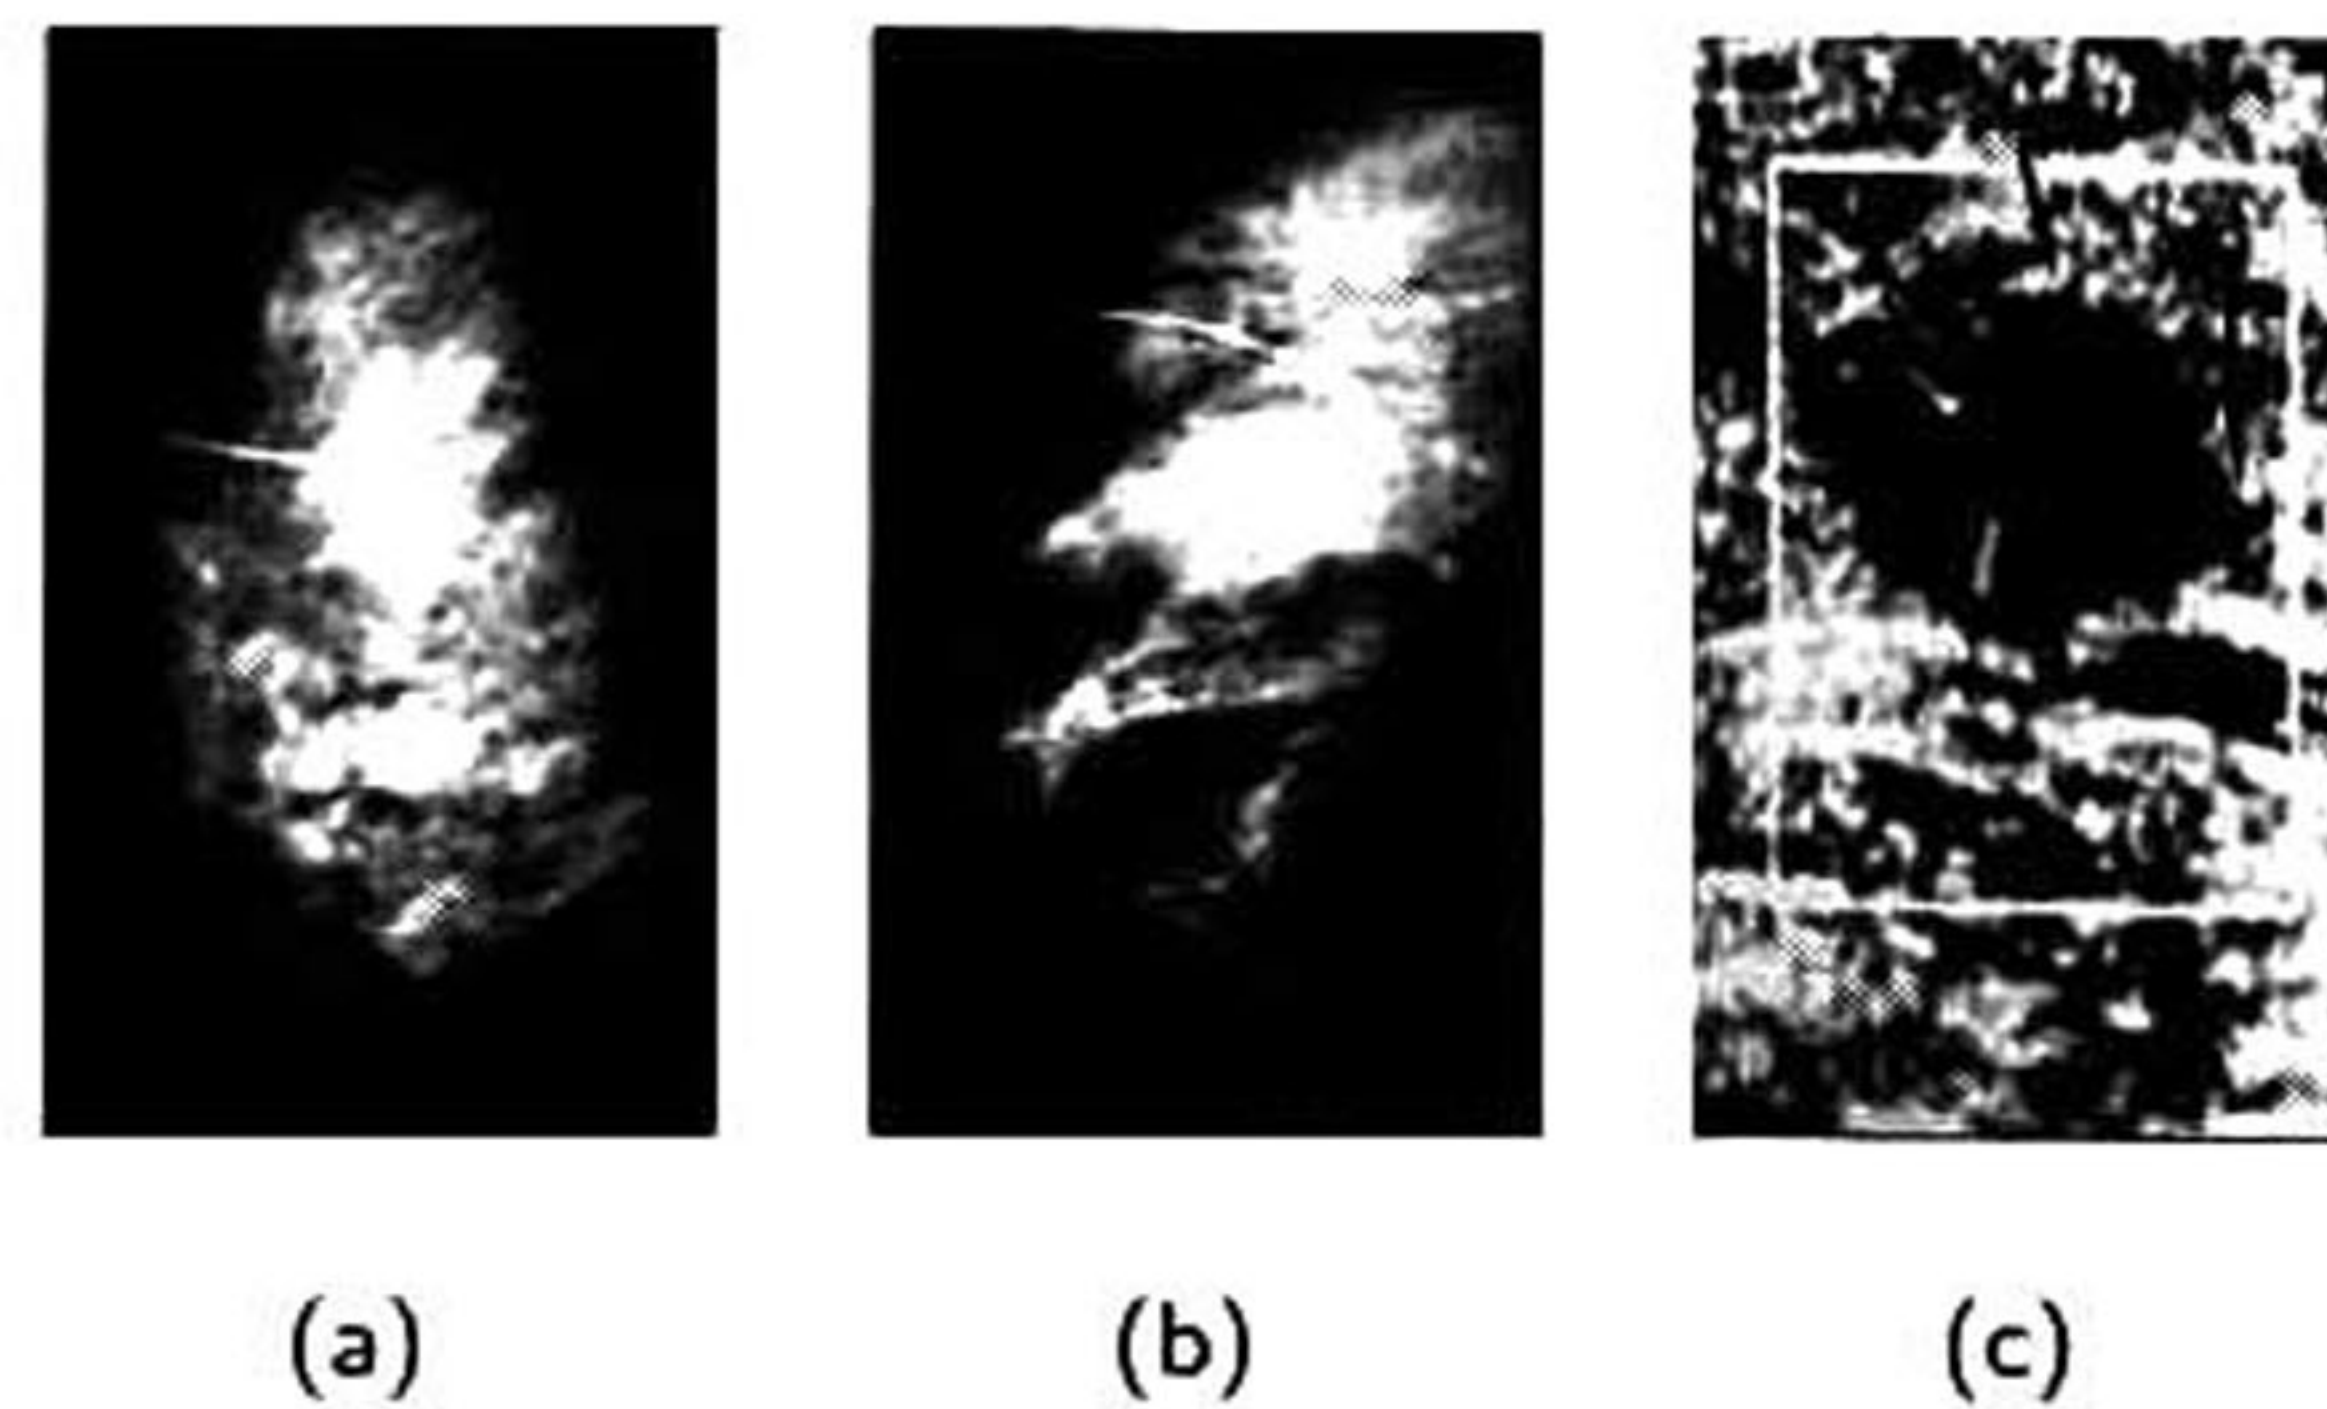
Diferencia gráfica entre mamografía y ultrasonido: las imágenes (a) y (b) pertenecen a una mamografía frontal y lateral respectivamente, mientras que (c) es una imagen de ultrasonido correspondiente a la misma mama, donde se observa un carcinoma ductal infiltrante [18].
